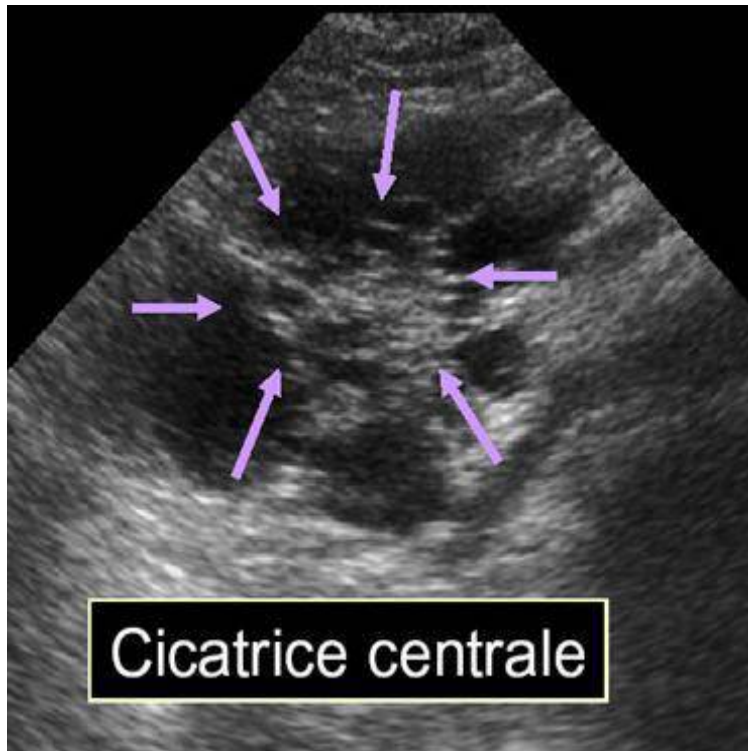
Abdominal ultrasound of the CS showing a central scar
